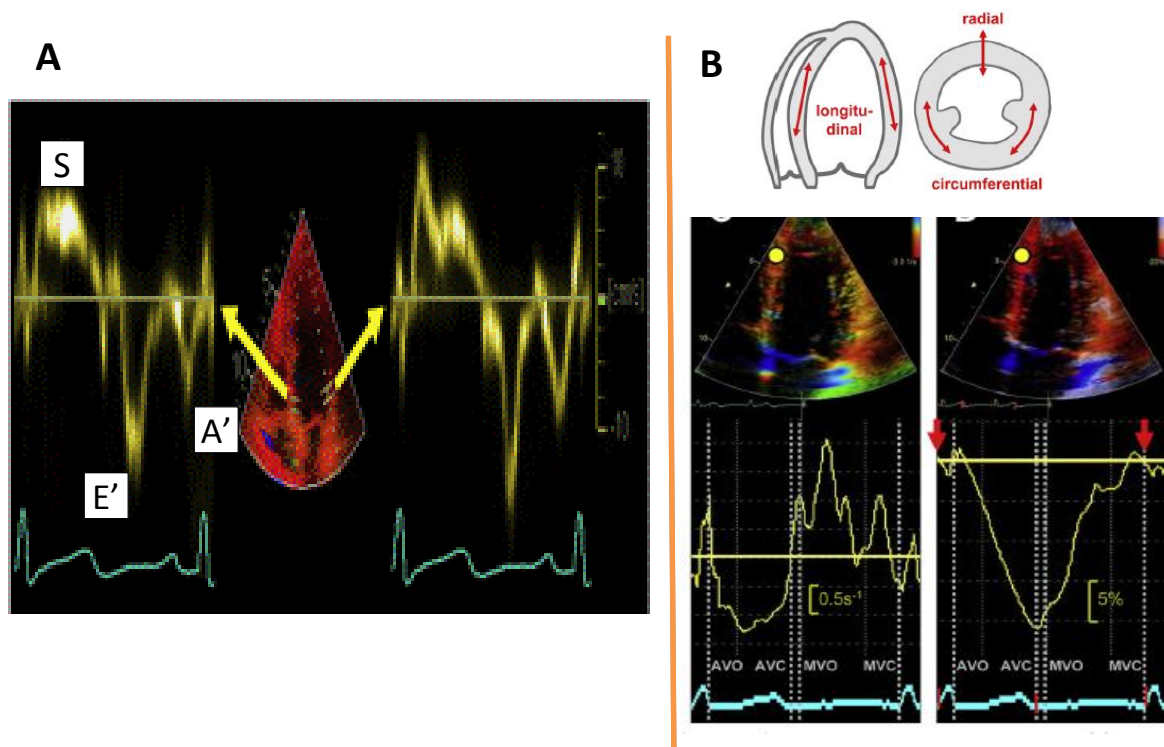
A: Doppler tecidual (Doppler pulsado colocado na porção basal do septo interventricular, junto ao anel mitral e na base da parede lateral); B: *Strain* (os 3 tipos: longitudinal, radial e circumferencial) e registo de *strain* longitudinal no septo interventricular (AVO: abertura da válvula aórtica; MVC: fecho da válvula mitral; MVO: abertura da válvula mitral). Retirado e adaptado de Victor Mor Avi et al. Current and Evolving Echocardiographic Techniques for the quantitative Evaluation of Cardiac Mechanics: ASE/EAE Consensus Statement on Methodology and Indications. Endorsed by the Japanese Society of Echocardiography. J Am Soc Echocardiogr 2011;24:277-313
